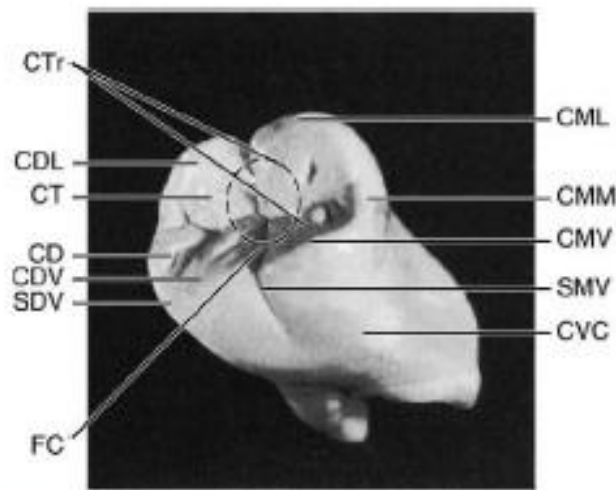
Primer molar mandibular derecho. CD, cuspide distal; CDL, cuspide distolingual; CDV, cuspide distovestibular; CML, cuspide mesiolingual; CMM, cresta marginal mesial; CMV, cuspide mesiovestibular; CT, cresta transversal; CVC, cresta vestibulocervical; FC, fosa central; SDV, surco distovestibular; SMV, surco mesiovestibular.
